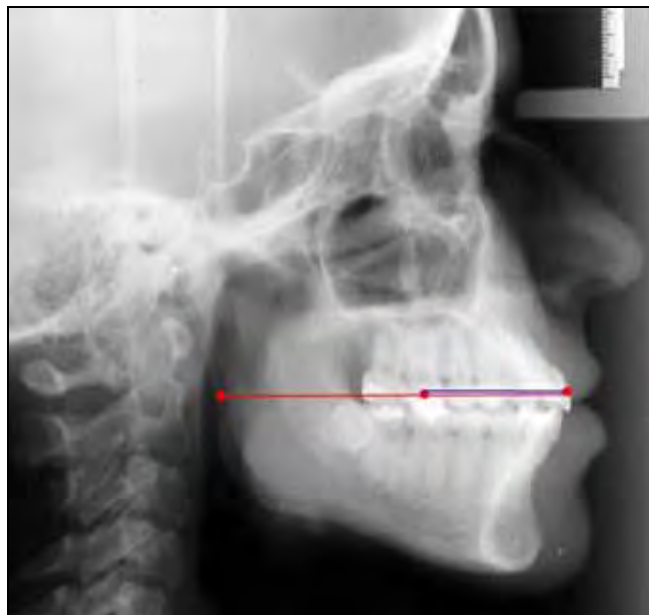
Radiografia representativa da razão Sf1/-DM16/C1MS-Sf1/.
